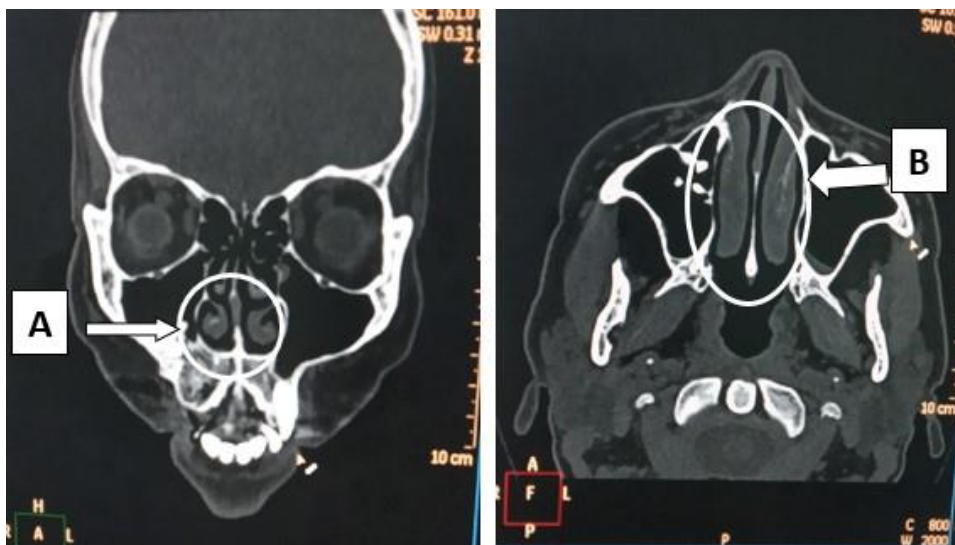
TAC simple de macizo facial: Engrosamiento de los cornetes nasales en reconstrucción coronal (A) y corte axial (B)
